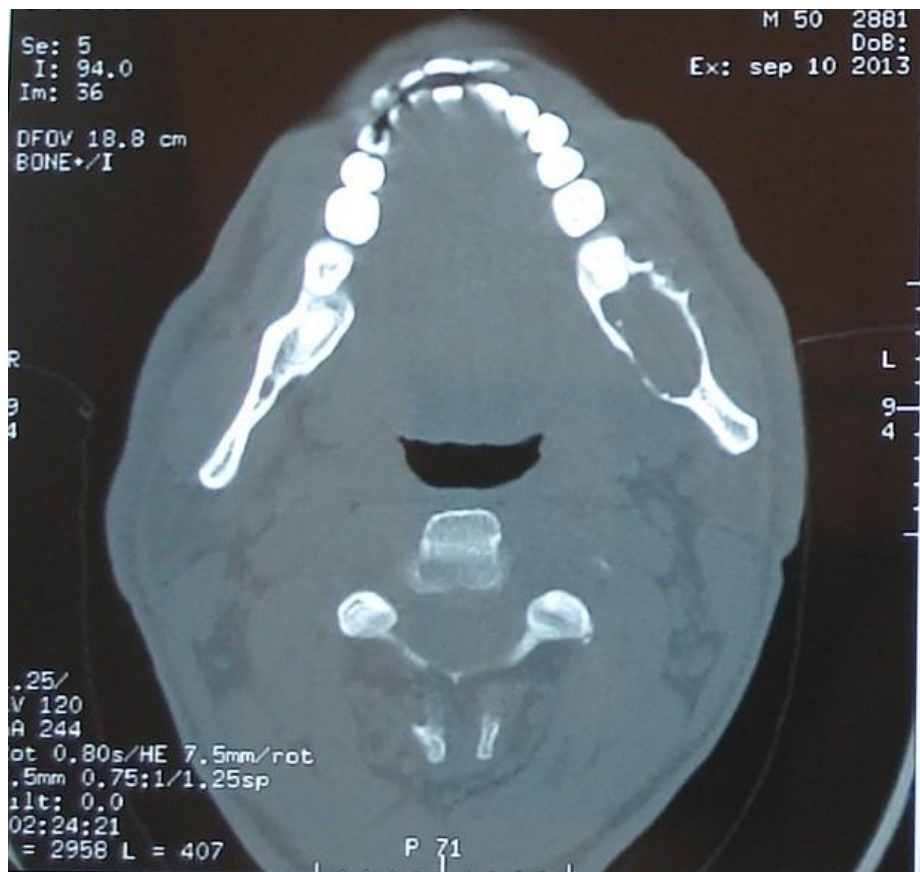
TDM crâno-faciale en coupe axiale montrant une lésion hypodense ostéolytique au niveau de l'angle mandibulaire gauche avec rupture de la corticale interne (Iconographie du service ORL et chirurgie maxillo-faciale CHU Hassan II Fès).
